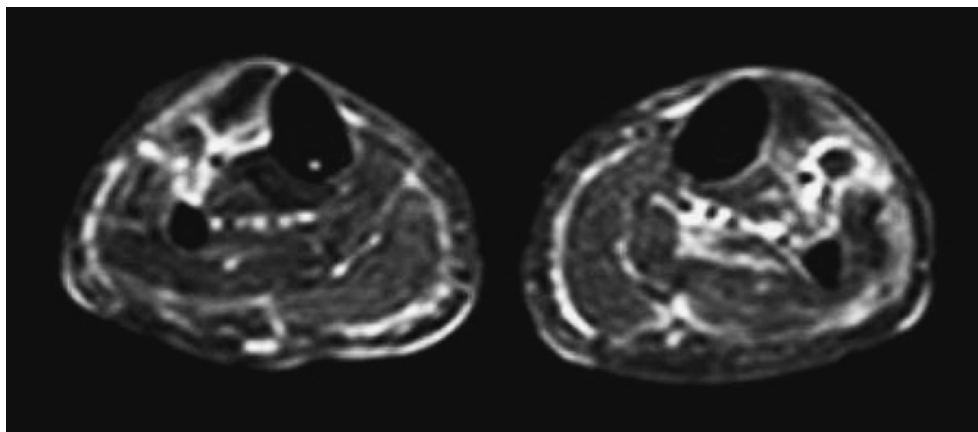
MRI showing high signal around the left gastrocnemius fascia upon admission
